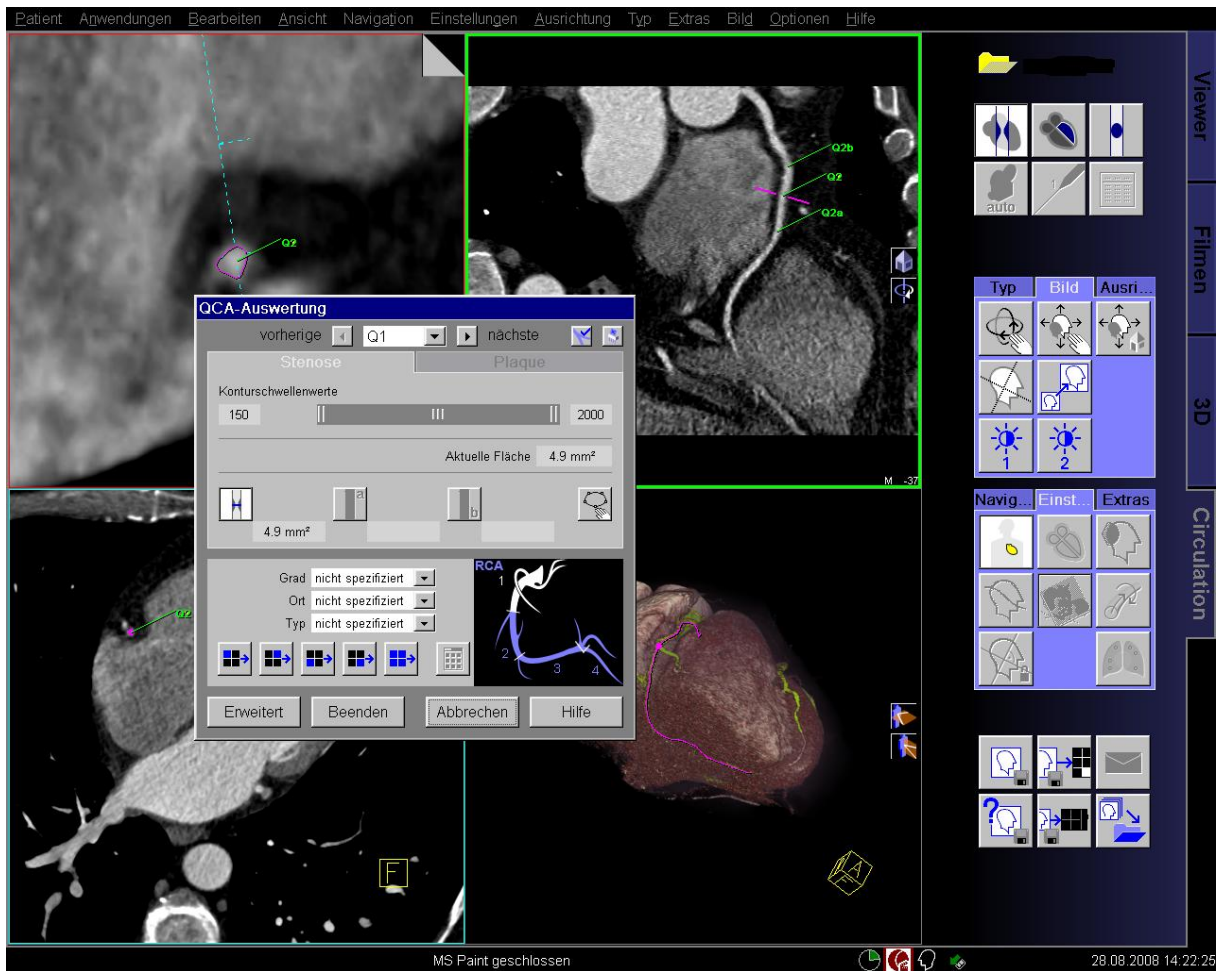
a: Beispiel CTA-Auswertung
